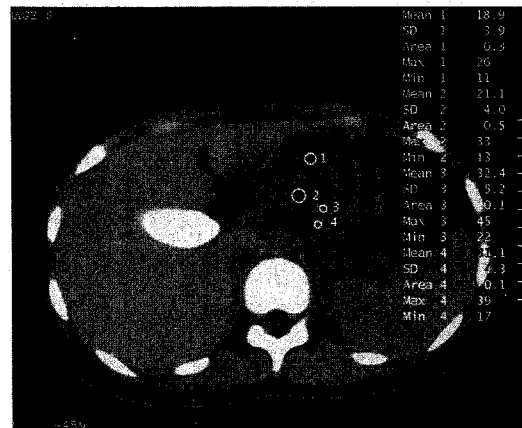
Abdominal CT scan finding. CT scan shows well-demarcated a round low density mass in the pancreatic body. The mass shows different densities within it, represents different components (hemorrhagic necrosis mean 1 H.U. 18.9, solid portion mean 3 H.U. 32.4).
